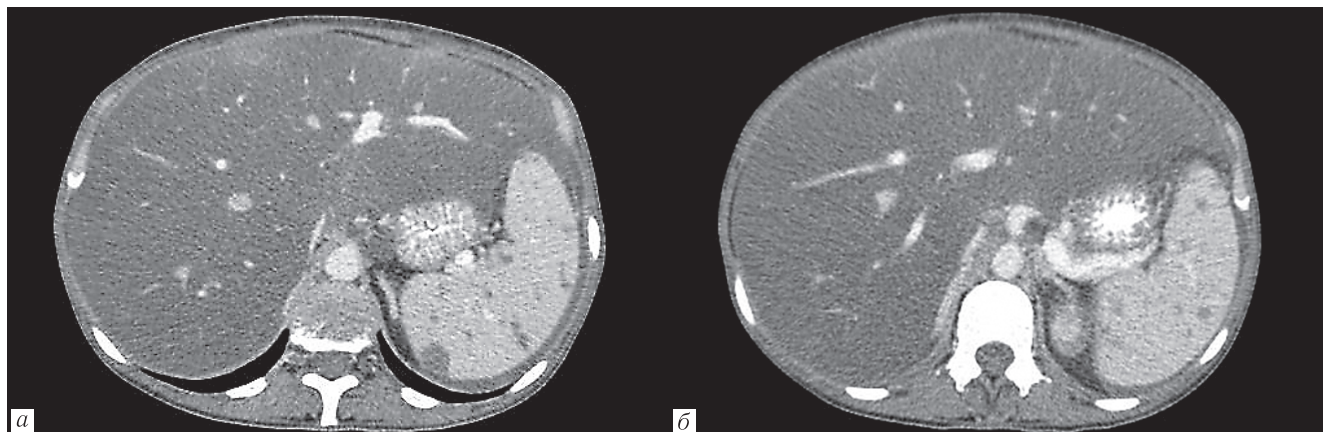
а, б — МСКТ брюшной полости с контрастным болюсным усилением больного К. 41 год ВИЧ-инфекция 3б стадия, очаговые изменения селезенки (инфаркты)
